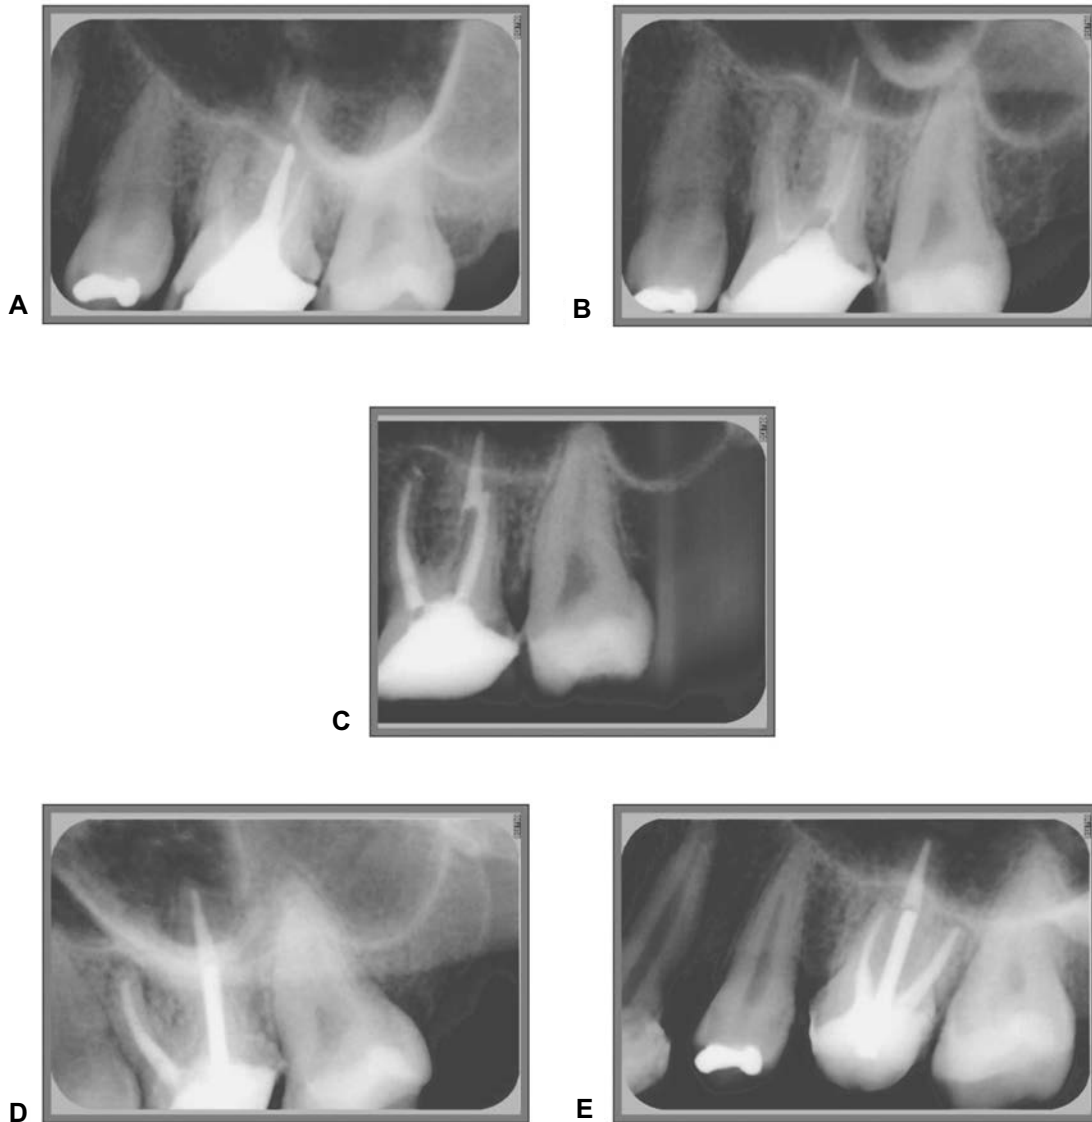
Caso en 1er. molar superior con tratamiento de endodoncia y poste. (A) Radiografía inicial. (B) Remoción del poste. (C) Retratamiento endodóncico. (D y E) Reparación periapical.
